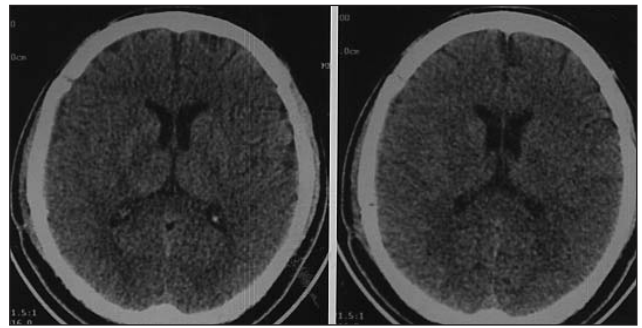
20 yaşında erkek hastada, sağ fronto-temporo-parietal yerleşimli akut subdural hematoma bilgisayarlı tomografileri. Pre-operatif aksiyal BT
